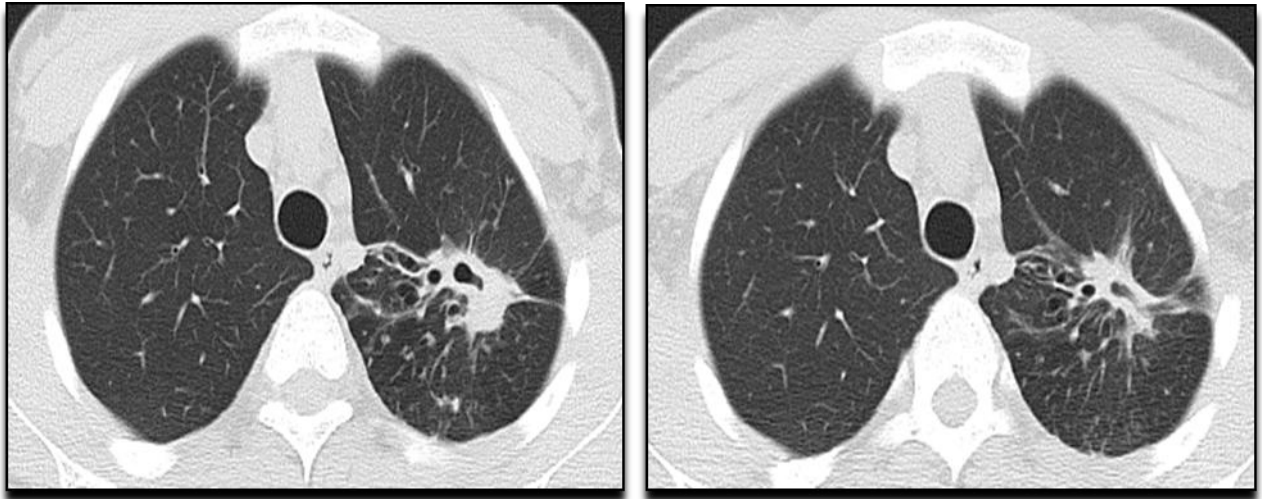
МСКТ ОГП до початку лікування
